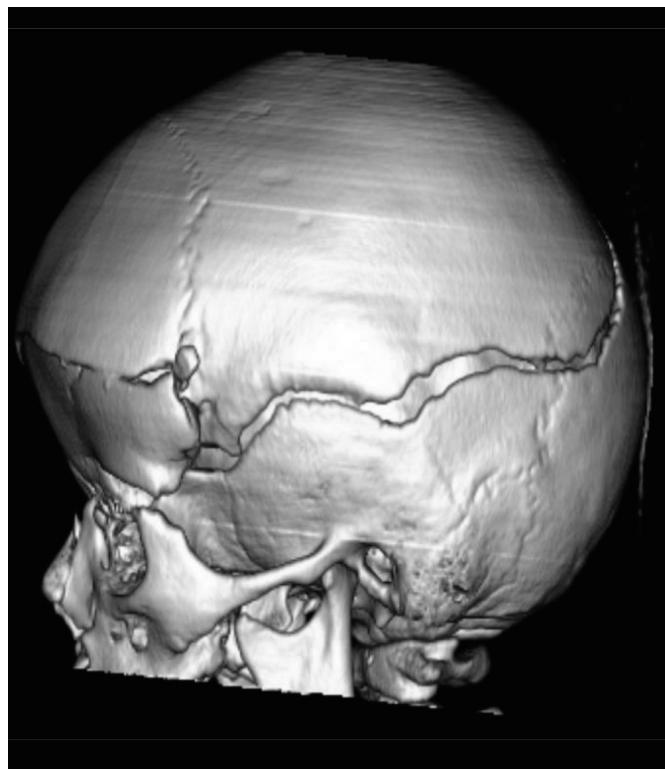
КТ. 3D зображення. До лікування. Сагітальна проекція.
